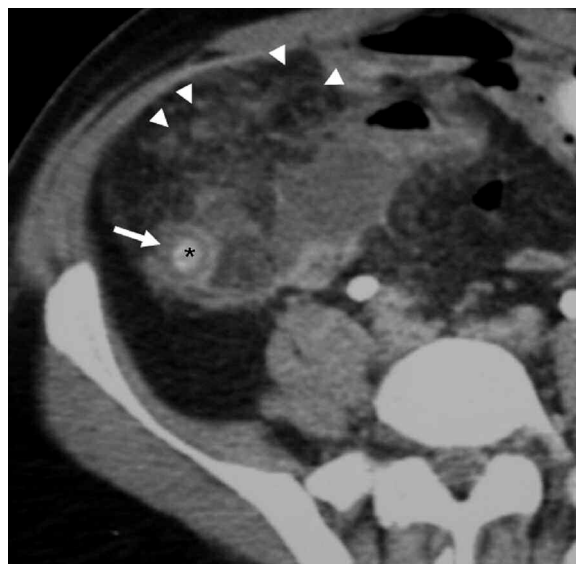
Paciente de 36 años de edad, de sexo femenino con apendicitis aguda. TC obtenida tras la administración de contraste oral y endovenoso en la que se observa marcado engrosamiento mural del apéndice cecal (flecha) e infiltración del meso periapendicular (cabeza de flecha). Apendicolito(*).
